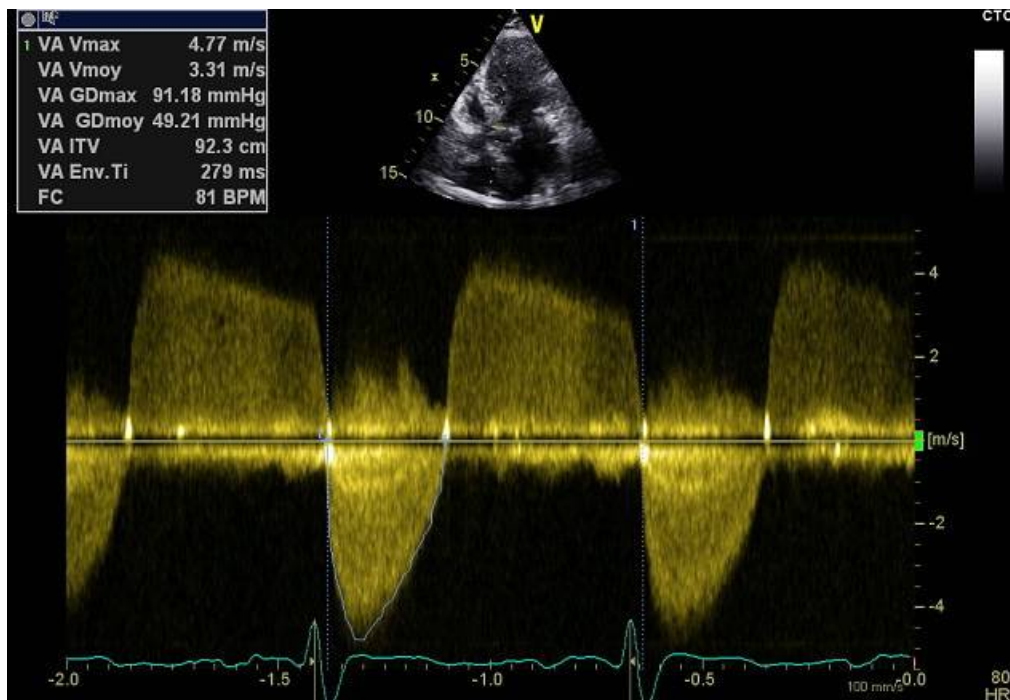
image échographique montrant l'évaluation par doppler de la gravité du rétrécissement aortique (RA serré Vmax 4,77 m/s Gradient moyen 49,21 mmHg).
